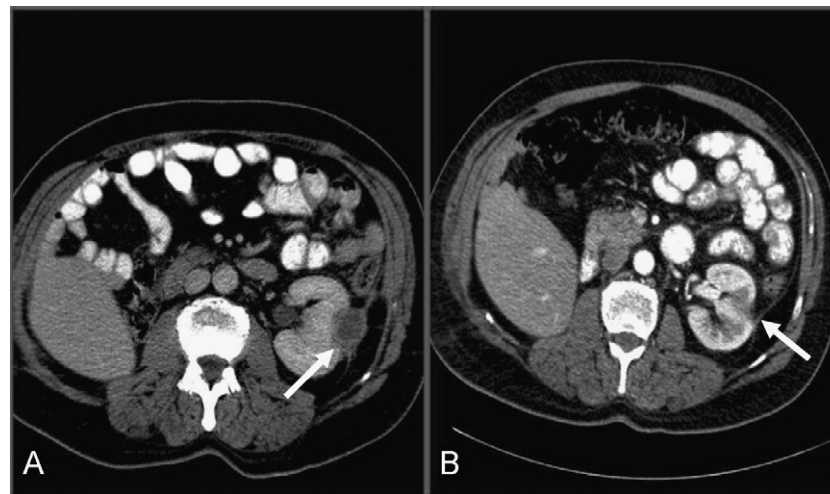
Seguimiento de un paciente tras crioterapia por tumor renal. A) Tomografía computarizada a los tres meses postratamiento; se observa una imagen de captación en anillo, que ha desaparecido en B) Control a los 6 meses.
